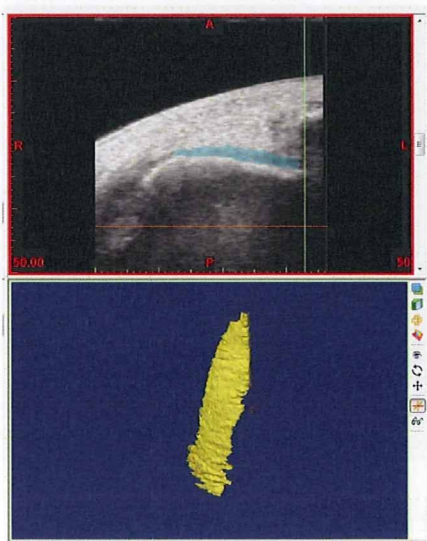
4 DICOM 画像処理ソフトを用いた軟骨領域抽出 図 II-5 超音波画像より作成した 3 次元表面形状モデル
